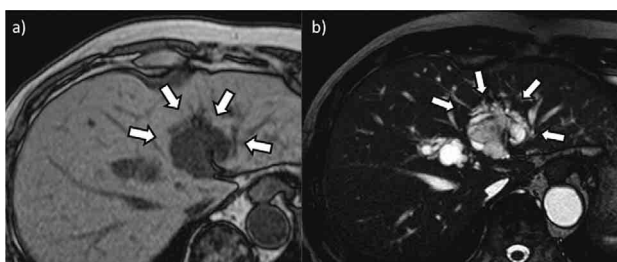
CTの病変と同部位にa) T1で低信号, b) T2強調画像で高信号の腫瘍影を認めた (矢印)。
